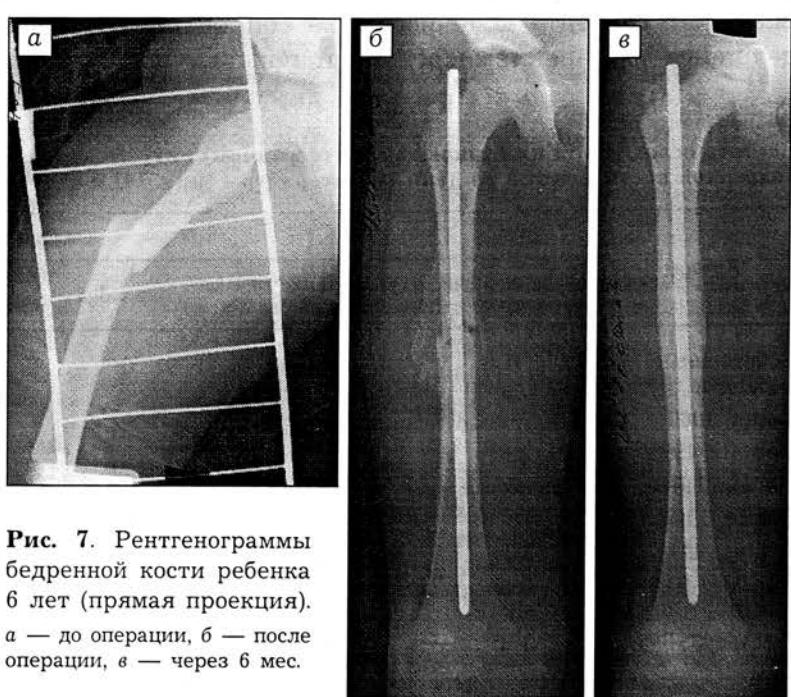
Рентгенограммы бедренной кости ребенка 6 лет (прямая проекция). а — до операции, б — после операции, в — через 6 мес.
